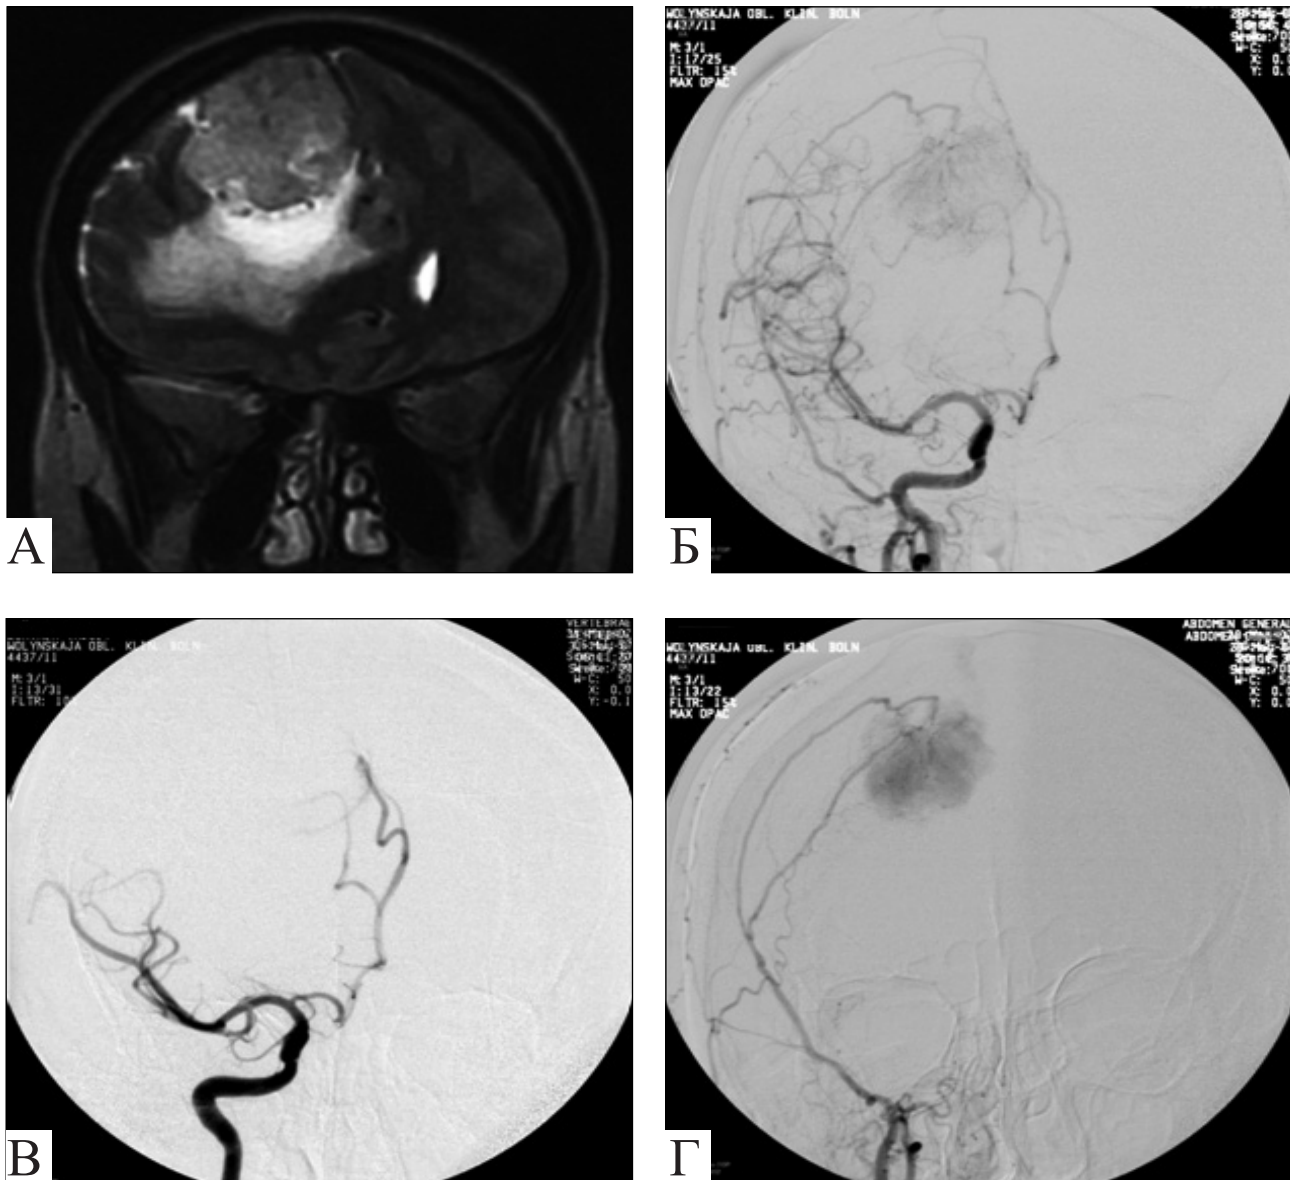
Пацієнтка Б.: А — МРТ-візуалізація парасагітальної менінгіоми лобно-тім'яної ділянки справа; Б — церебральна ангіографія загальної сонної артерії (візуалізація судинної «хмарки» в проекції передньої мозкової та середньої оболонкової артерій); В — церебральна ангіографія внутрішньої сонної артерії (відсутність кровопостачання церебральними артеріями, візуалізація їх зміщення); Г — церебральна ангіографія зовнішньої сонної артерії (візуалізація кровопостачання середньою оболонковою артерією)
